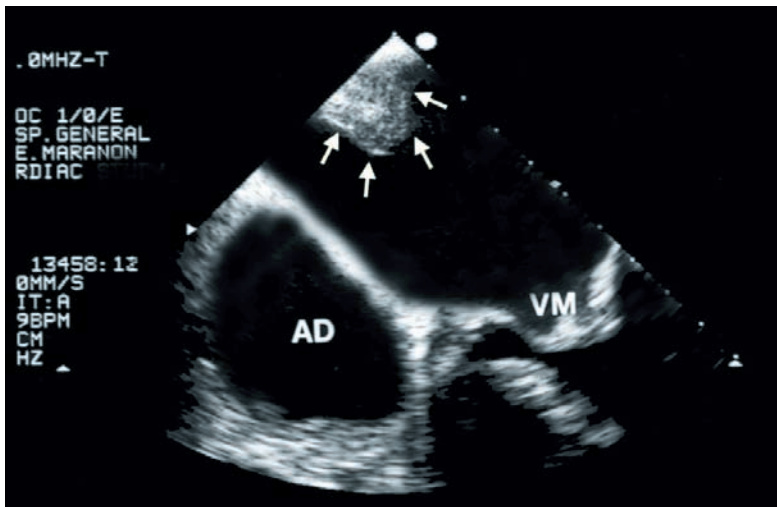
Imagen con ecocardiograma transesofágico de trombo en el techo de la aurícula izquierda (flechas). AD: aurícula derecha; VM: válvula mitral.
